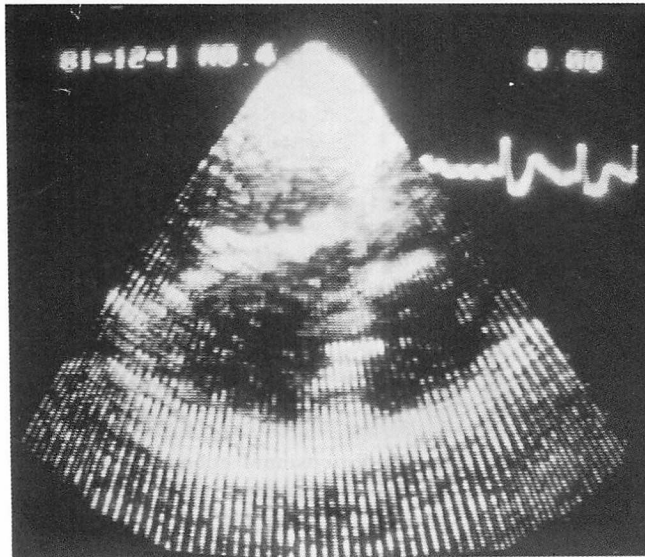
Long-axis two-dimensional echocardiogram. A prolapse of the anterior mitral valve is observed.
